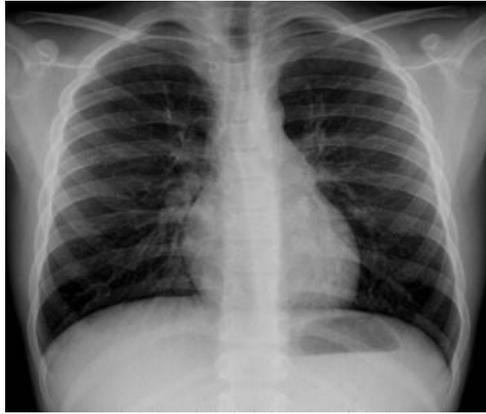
Radiografía de tórax <sup>17</sup>
